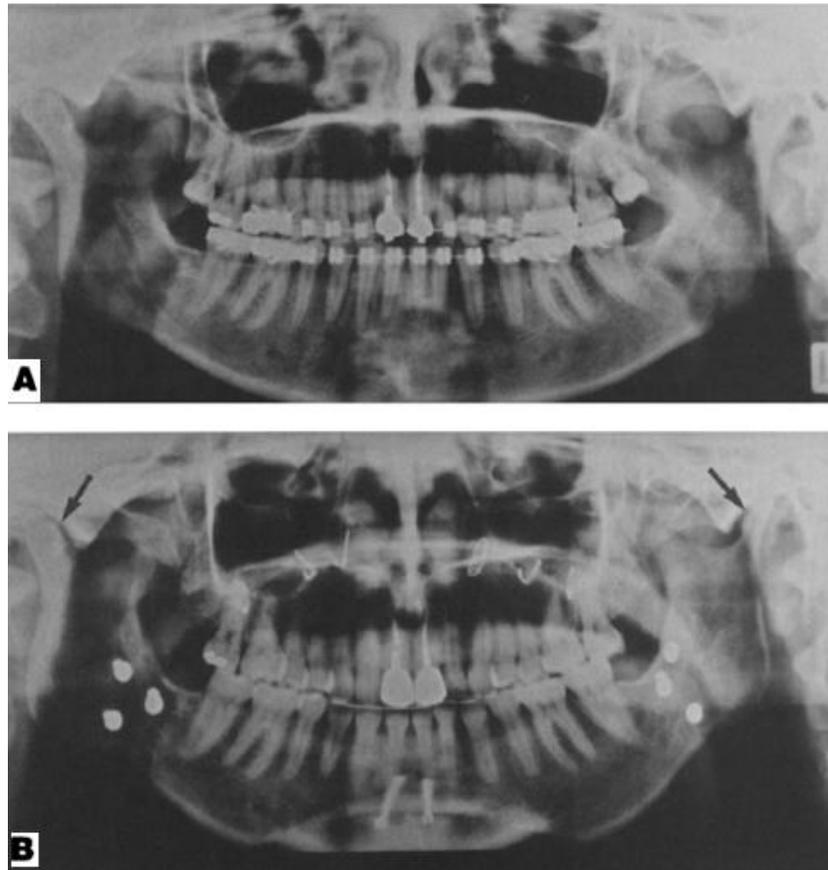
La Ortopantomografía muestra reabsorción condilar bilateral 2 años después de la cirugía. A) preoperatoria. B) Reabsorción condilar antero-superior es más pronunciada del lado izquierdo.
